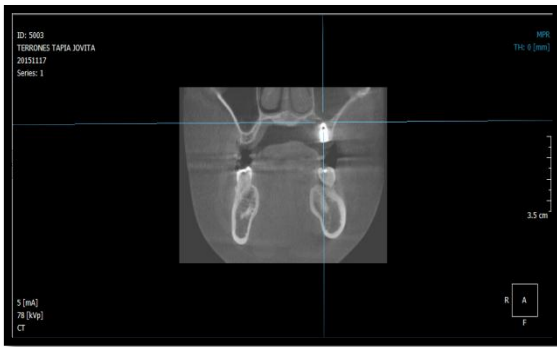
Corte axial Cone Beam
